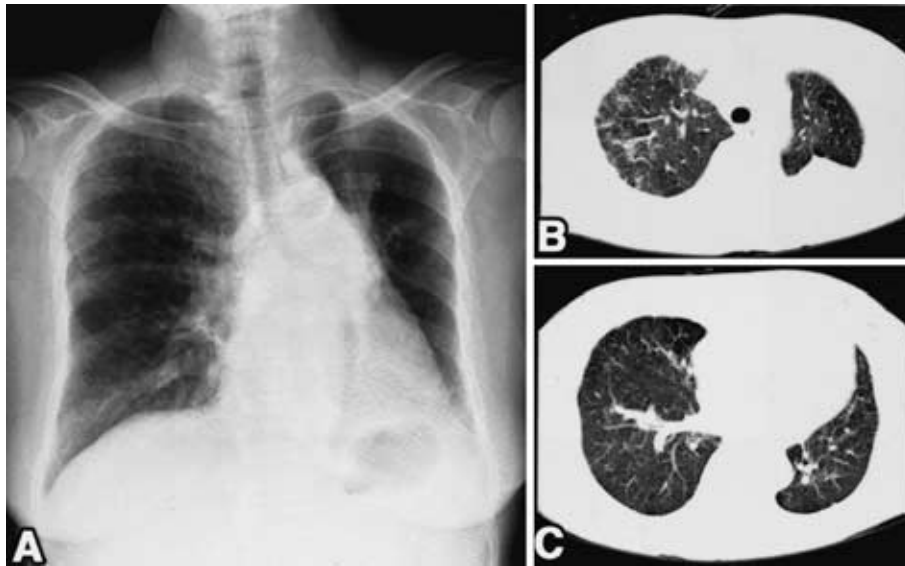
Chest radiograph (A) and CT scan (B, C) findings two weeks after oral administration of prednisolone at a dose of 30 mg/day, showing improvement of the interstitial infiltration.
